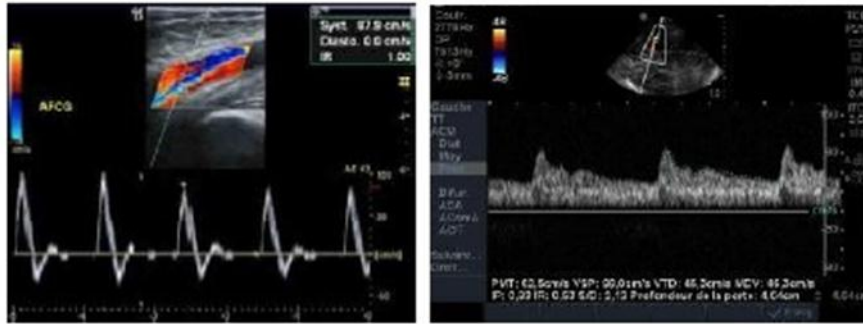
Aspect doppler normal au niveau d'une artère musculaire (à gauche) et de l'ACM (à droite).
